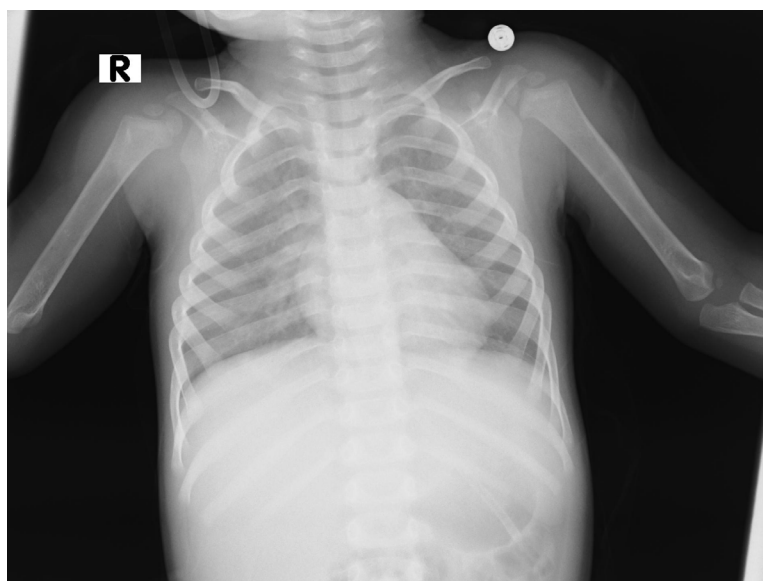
X-ray was taken after recovery
